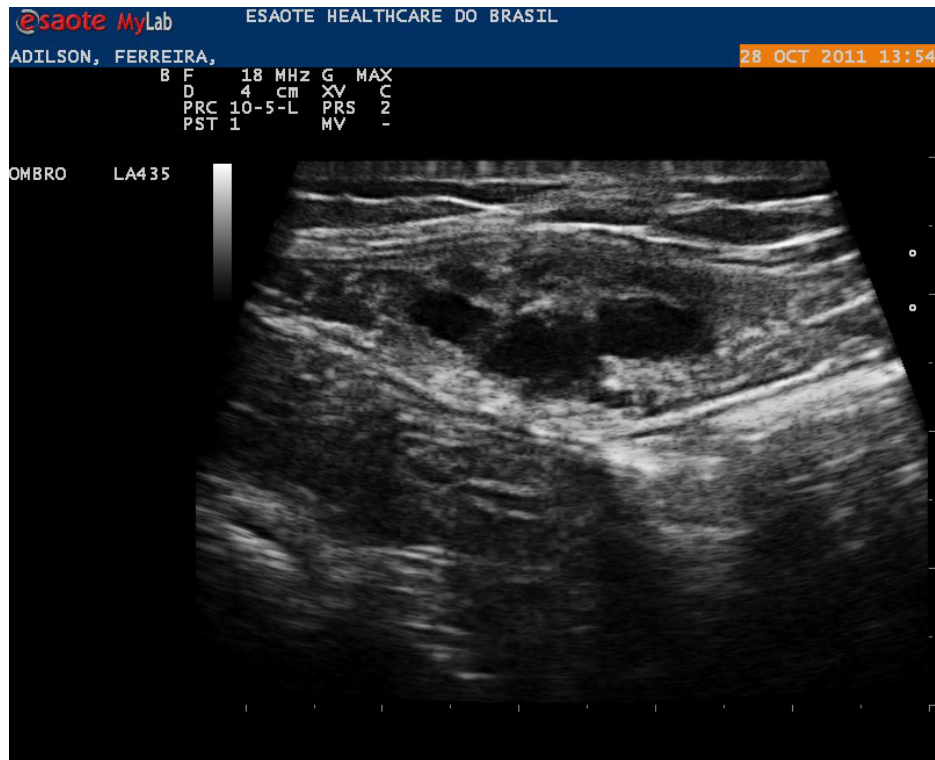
Ecografia da lesão em nível de músculo reto abdominal com transdutor linear de 18 MHz.
